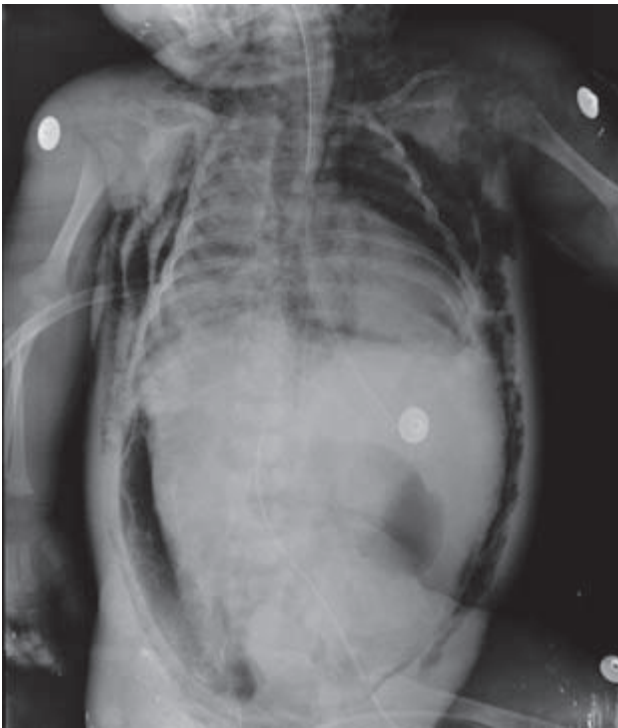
Radiografía toracoabdominal en la que se aprecian neumoperitoneo y enfisema subcutáneo.
